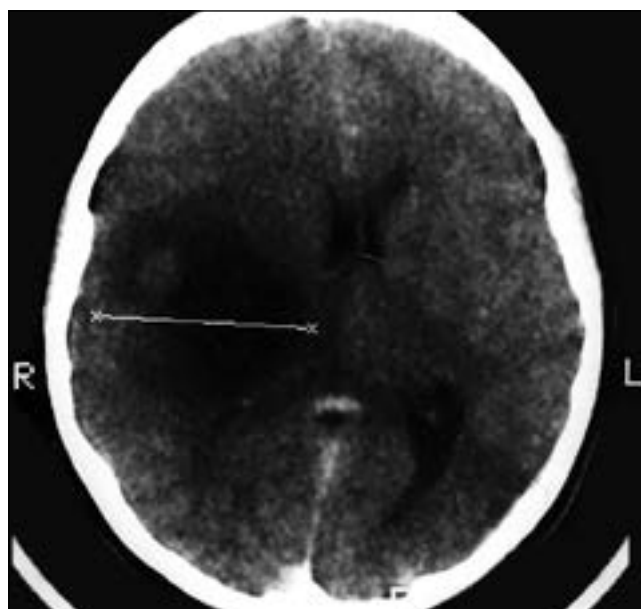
Компьютерная томография головного мозга от 1996 г.: визуализируется объемное образование правой теменной доли с четкими, ровными контурами, с дислокацией срединных структур головного мозга влево.
